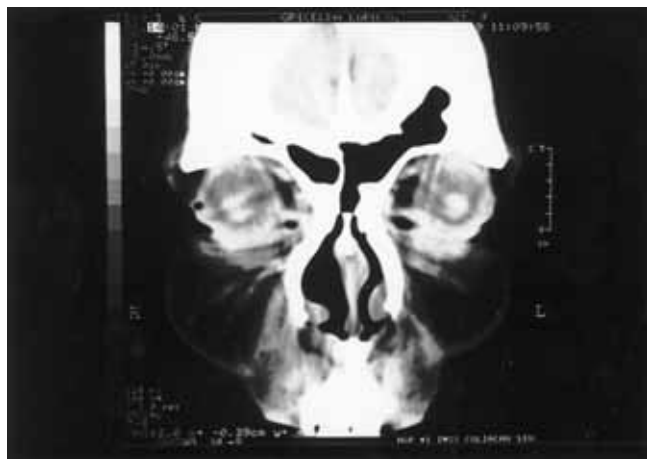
Tomografía computada que evidencia área quirúrgica libre de tumor a un año posoperatorio.
